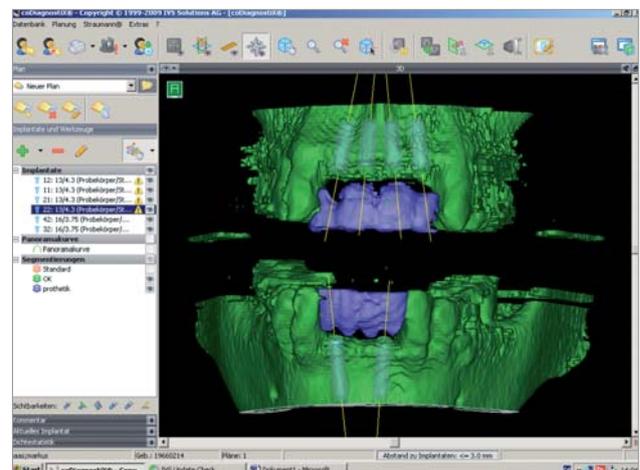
Bestimmung des Knochenangebotes mittels digitaler Volumentomografie, virtuelle Implantatplanung.
